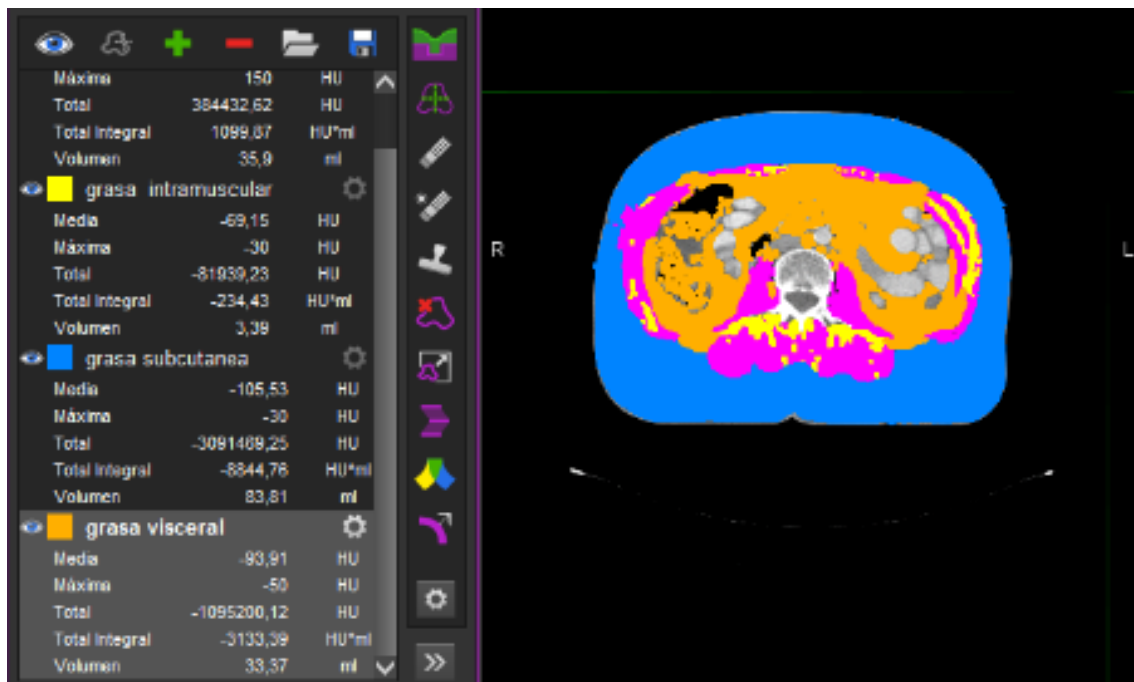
Variation of SMI, VAT, SAT and IMAT in cancer patients before starting radiotherapy. Comparison of two cancer patients with different body composition using CT planning scans (A and B). A) Patient with visceral obesity, myosteatosi and low muscle mass. □ is skeletal muscle, □ is visceral adipose tissue, □ is subcutaneous adipose tissue and □ is intramuscular adipose tissue.
